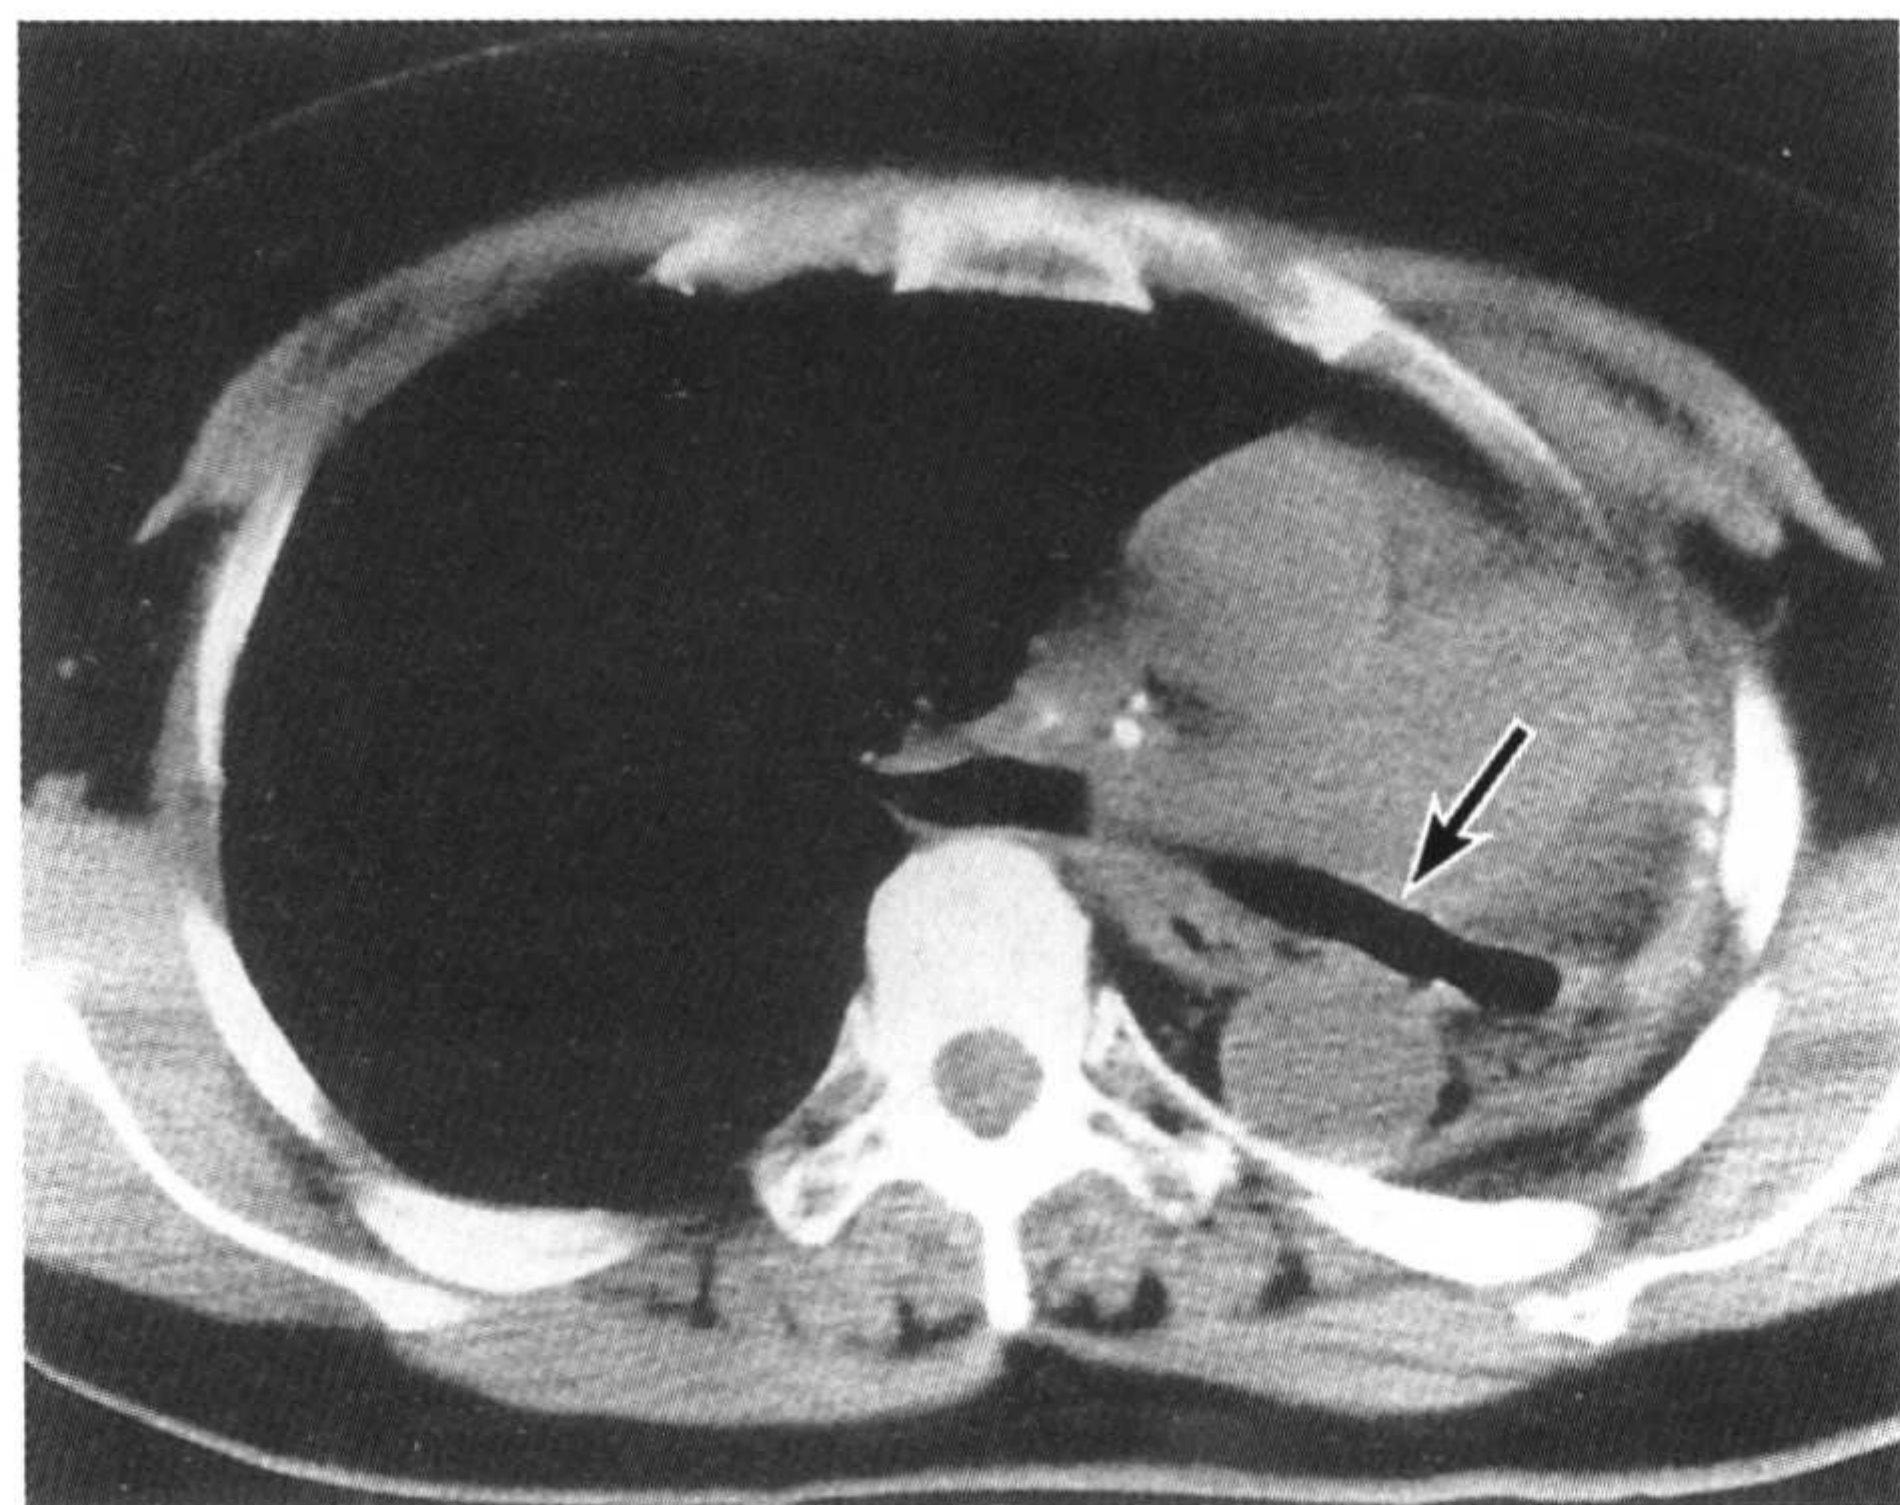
左肺不发育。胸部CT纵隔窗可见左侧胸廓塌陷及呈盲端的支气管,其远端无支气管和肺血管。右肺代偿性气肿。
